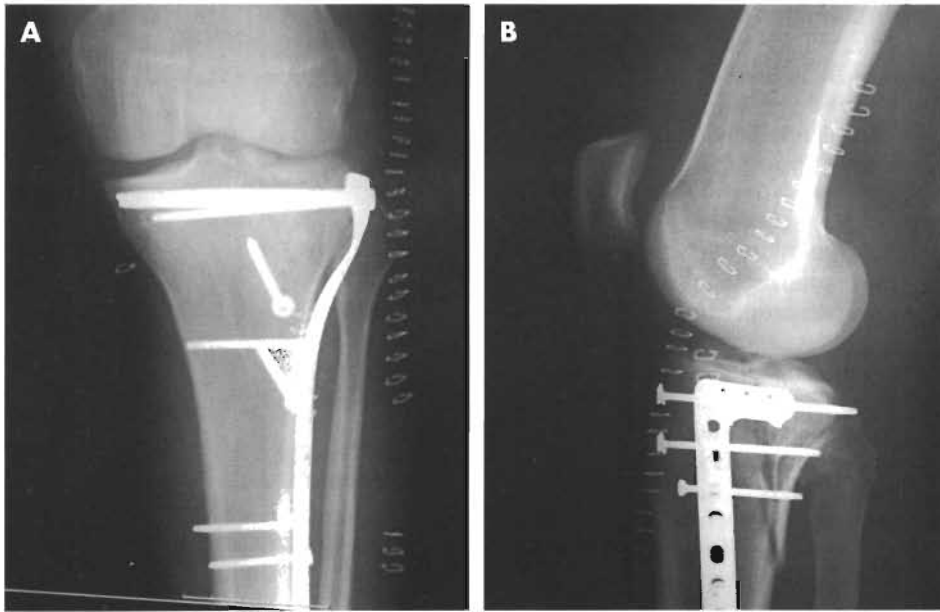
A y B. Radiografías posoperatorias de la rodilla que muestran una fractura reducida y fijada con una placa periarticular en el segmento proximal de la tibia.
